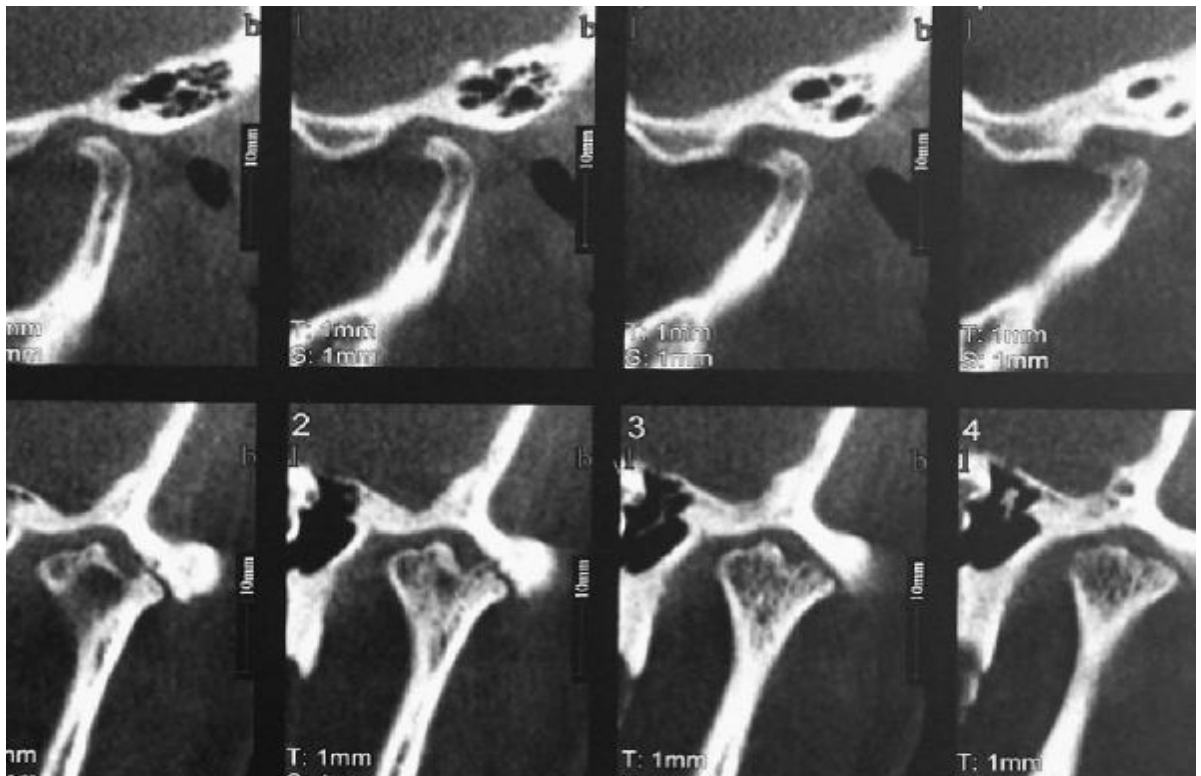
Case 2. Twelve-month postoperative follow-up cone-beam computed tomograms (note progressive degeneration of osteoarthritis).
